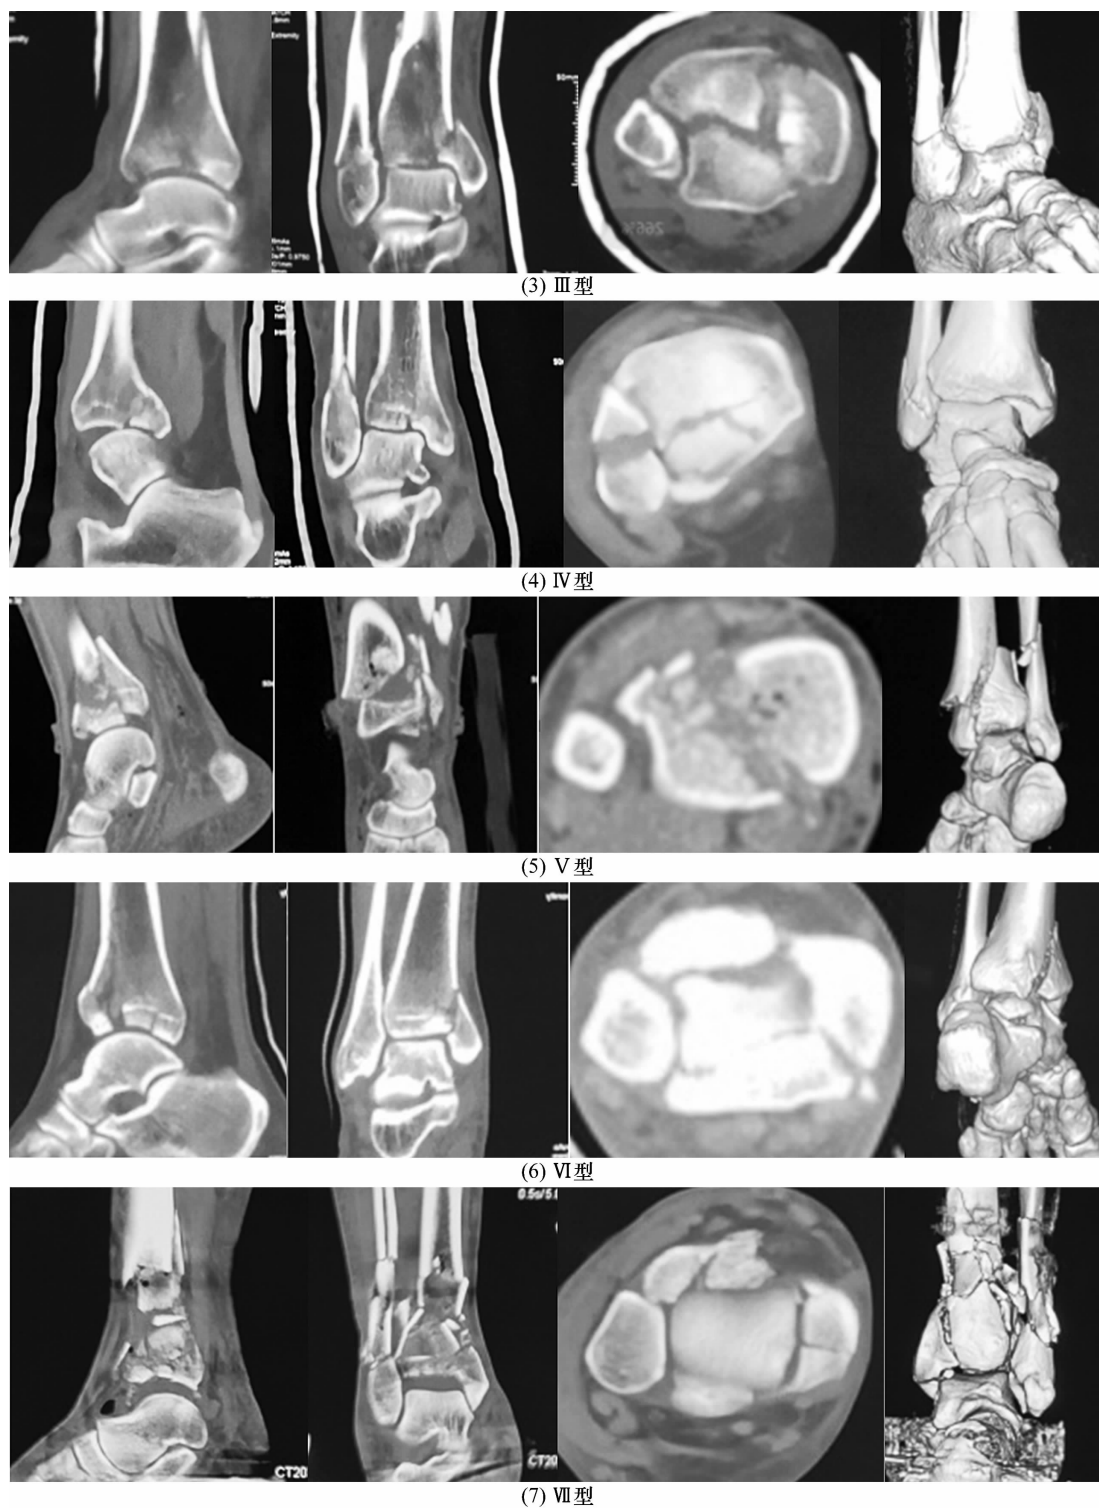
Pilon 骨折三维度分型典型病例 CT 及三维重建图片
